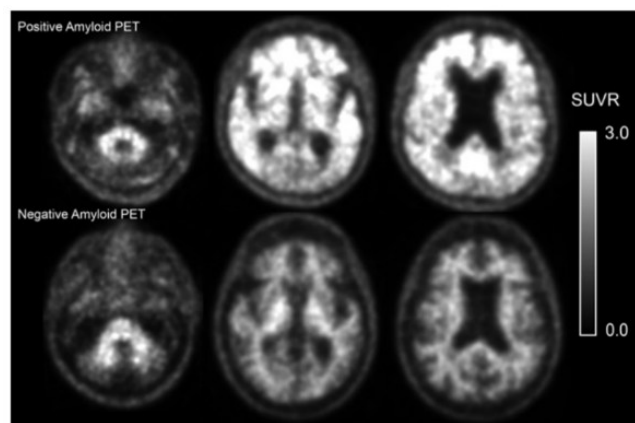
tratta da Casper e Bolin 2026. La scansione PET negativa in basso mostra una differenziazione ben preservata tra sostanza bianca e sostanza grigia in tutti i lobi. La scansione PET negativa in alto mostra la perdita di tale differenziazione con assorbimento del tracciante aumentato nelle
